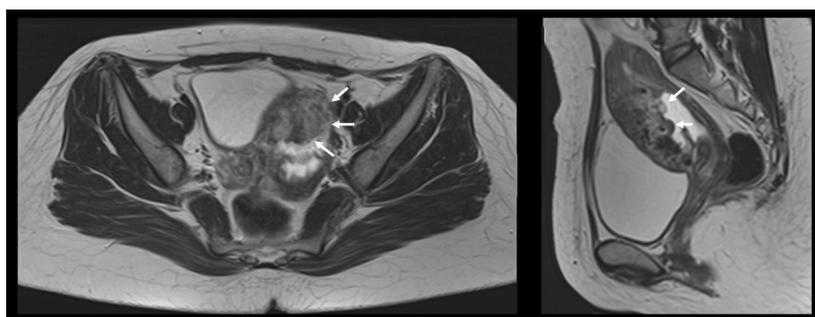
MRI. T2W imaging revealed bulked uterus containing abnormal mixed hypo-hypersignal intensity of T2W about 4.0x3.2x5.5 cm (WxAxL) along anterior aspect of uterus which involved myometrium without involving the serosa of urinary bladder (white arrow).
